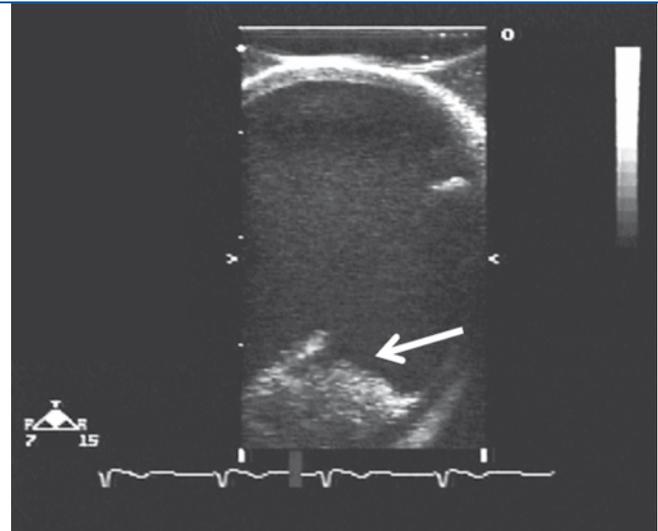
▲ Massives Atherom (Pfeil) an der posterioren Wand der Aorta (epiaortale Sonographie)
